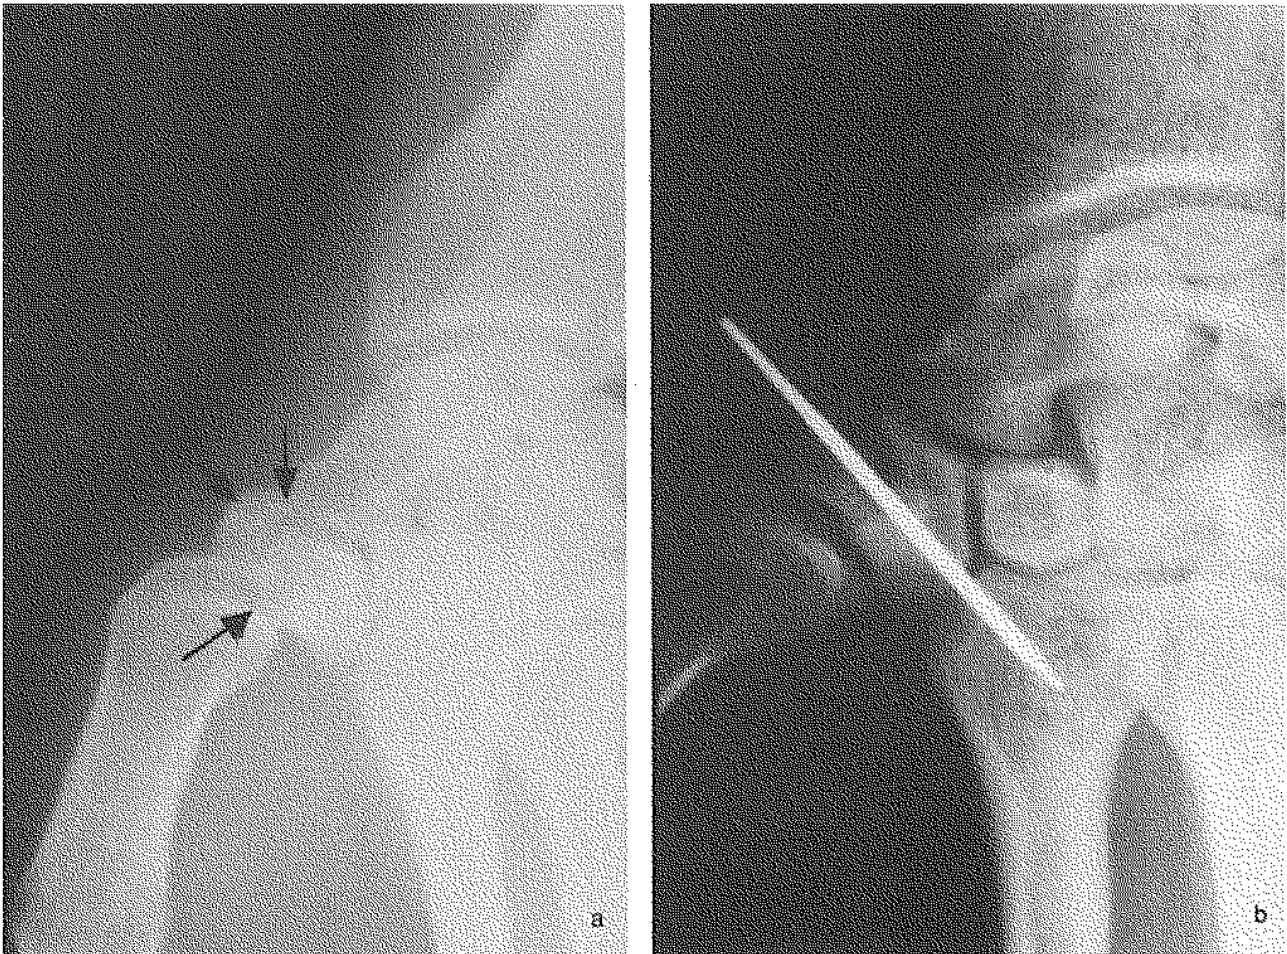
a. — Fracture isolée du trapèze avec comminution du fragment externe sur les radiographies et comminution totale en peropératoire. b. — Désimpaction et réduction à foyer ouvert avec restitution du profil articulaire par embrochage de deux gros fragments et fixation au deuxième métacarpien.
